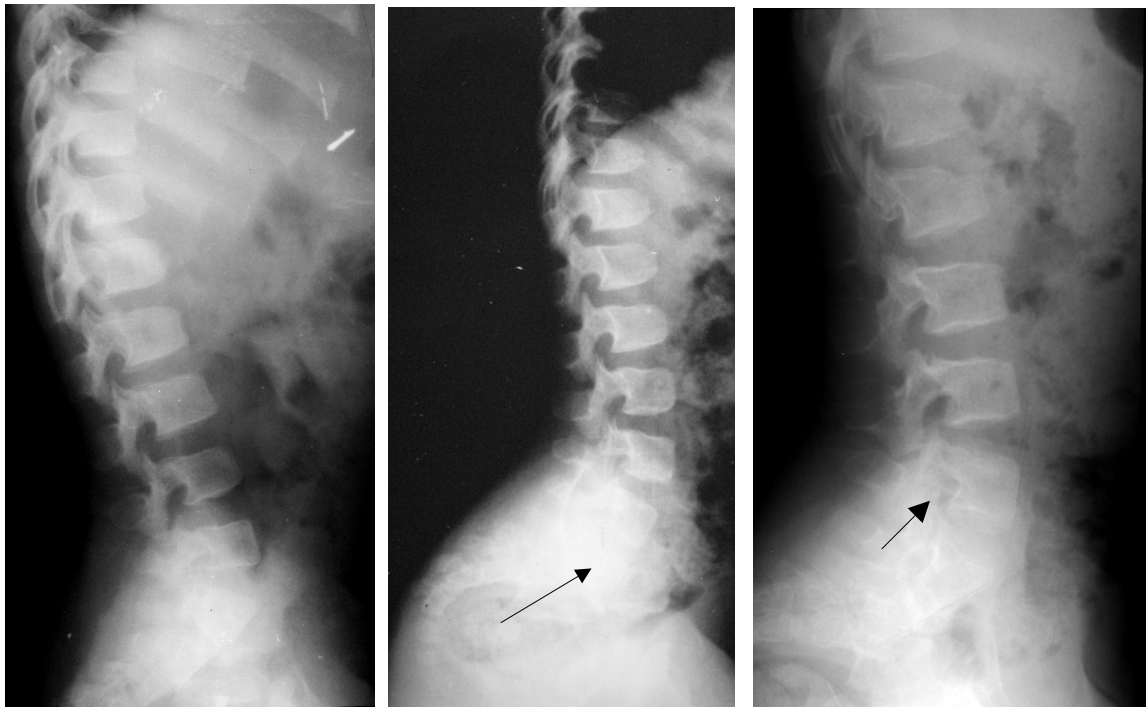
Рентгенограмма поясничного отдела позвоночника больного ахондроплазией в боковой проекции: а – 5 лет; б – 6 лет; в – 7 лет.
